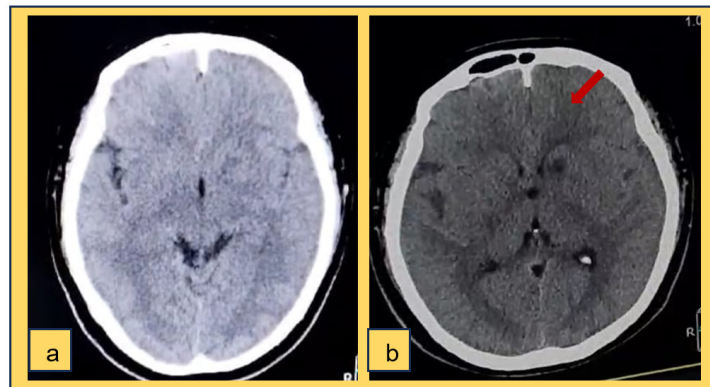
a) TAC de cráneo simple b) tc de cráneo sin contraste donde se evidencia área hipodensa sugestivo de isquémica en región de capsula interna lado izquierdo.
